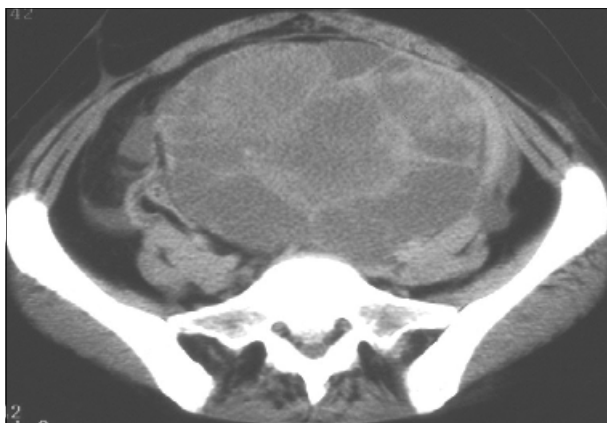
TC pélvica com contraste e.v.: teratoma imaturo do ovário. Apresenta-se como um volumoso tumor pélvico heterogêneo com componente líquido e sólido. É evidente a captação de contraste iodado nos septos e no restante componente sólido do tumor.
